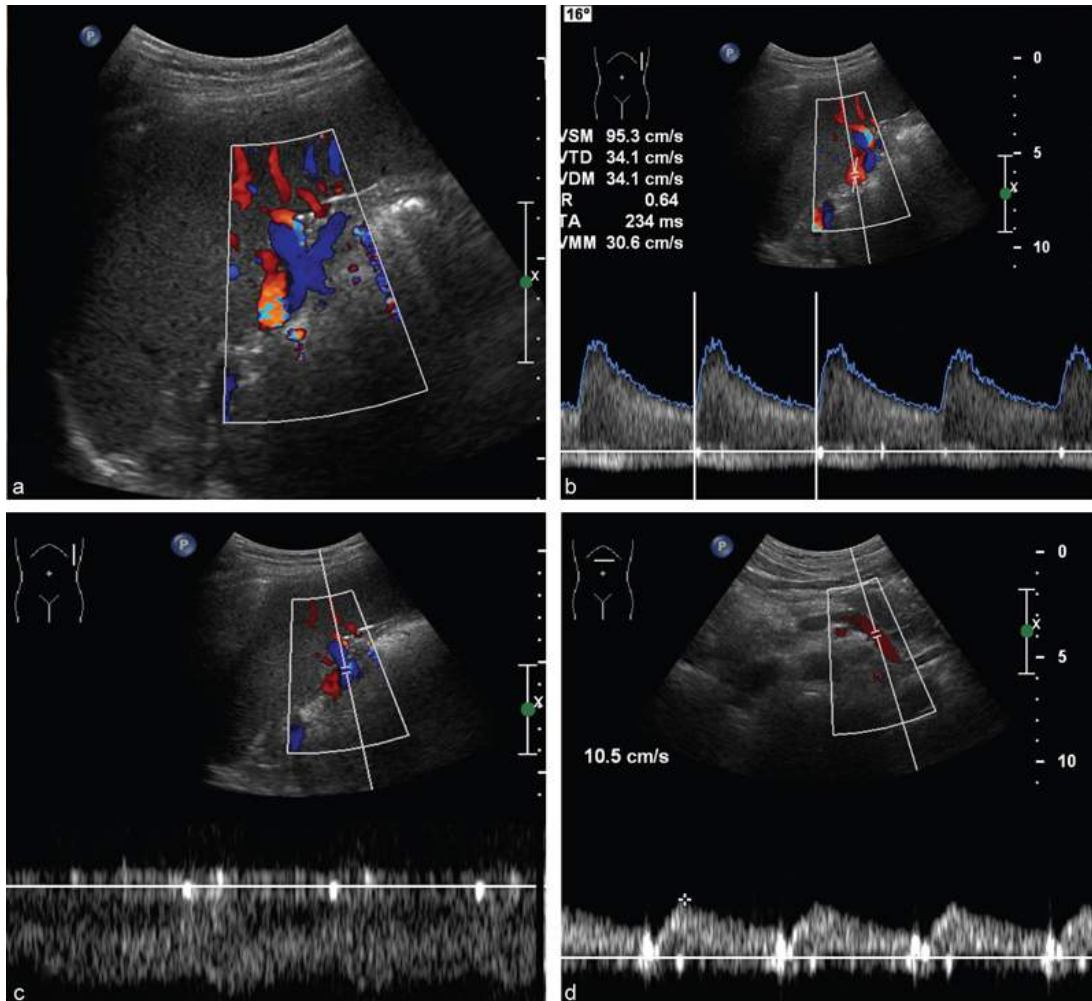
Vascularisation en mode Doppler.
